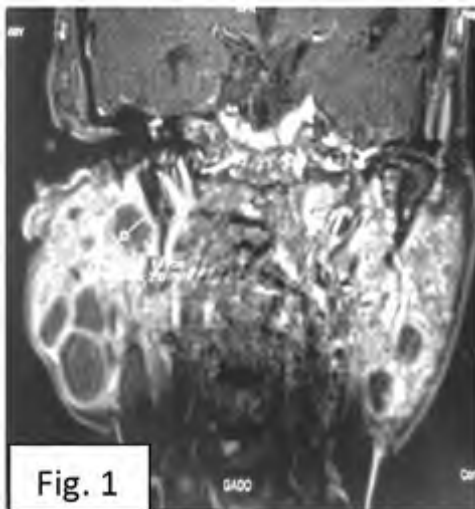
2) : IRM parotidienne en séquence T1 injectée (1) et séquence T2 (2)
